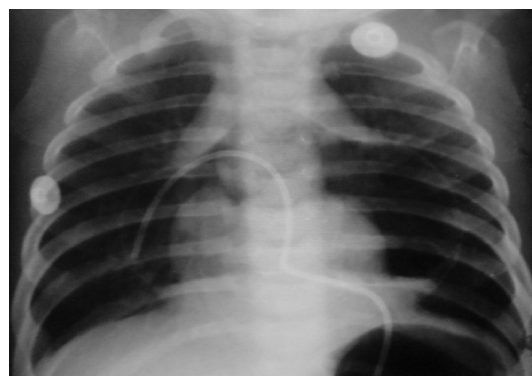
Рентгенограмма органов грудной клетки Варвары Б. от 22.06.2007 г.
